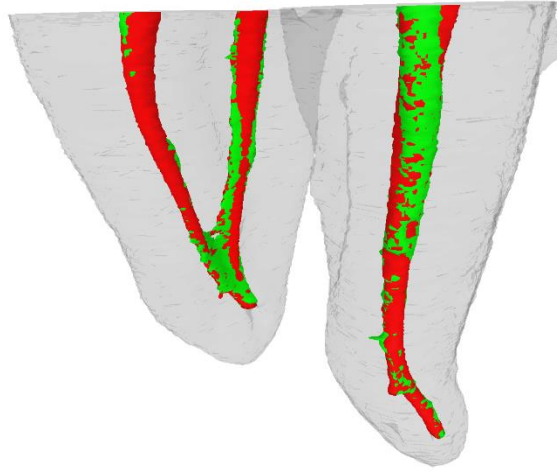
Üst azı dişi konservatif giriş kavitisinde şekillendirilen kök kanallarının mikro bilgisayarlı tomografi görüntüsü. Kırmızı alanlar enstrümente edilen alanları, yeşil alanlar enstrümente edilemeyen alanları göstermektedir.
